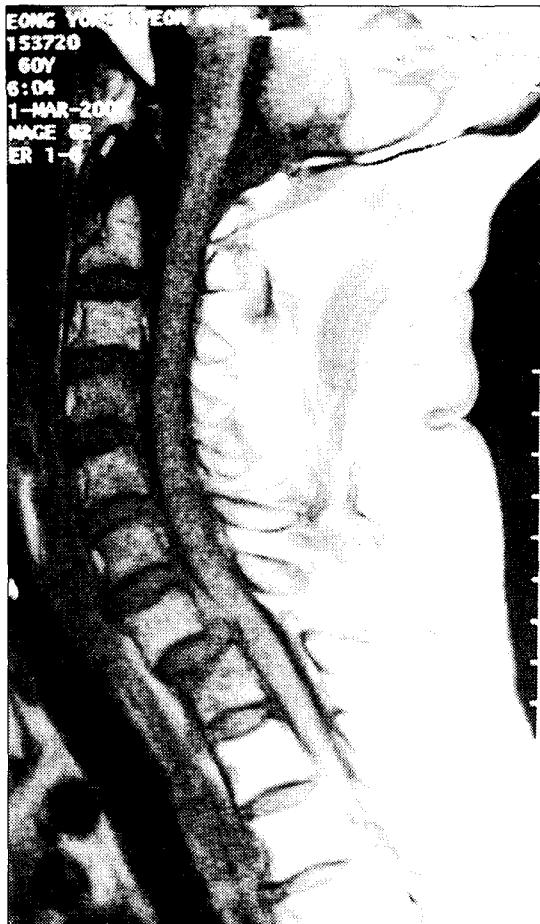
T1-weighted sagittal MR image shows anterior displacement of C7 on T1 with anterior thecal indentation by bulging disc.
